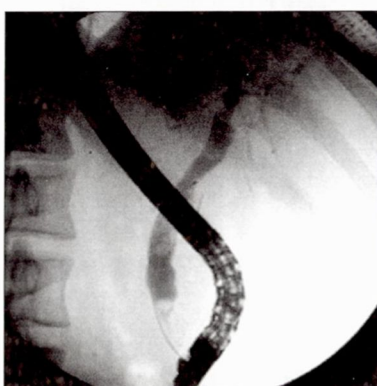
Анастомоз в модификации Бильрот-1 (рентгенограмма)
